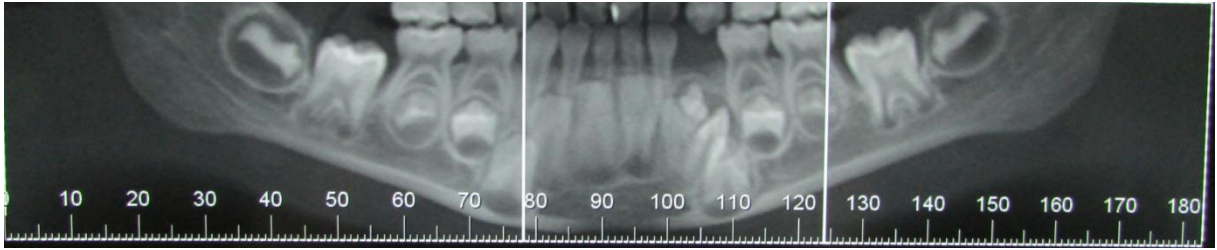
tomografia em vista panorâmica da mandíbula, observamos o odontoma e sua relação com os dentes 73 e 33.
